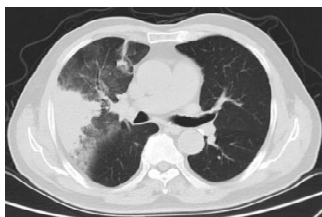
胸部增强CT检查见右肺上叶炎症,右肺上叶支气管黏液栓
